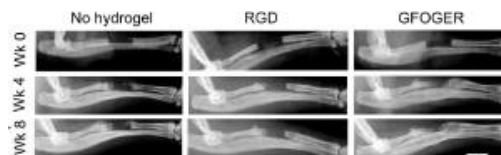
Radiografías de defectos radiales sin tratar con hidrogel, tratados con hidrogel+RGD y tratados con hidrogel+GFOGER (33).
